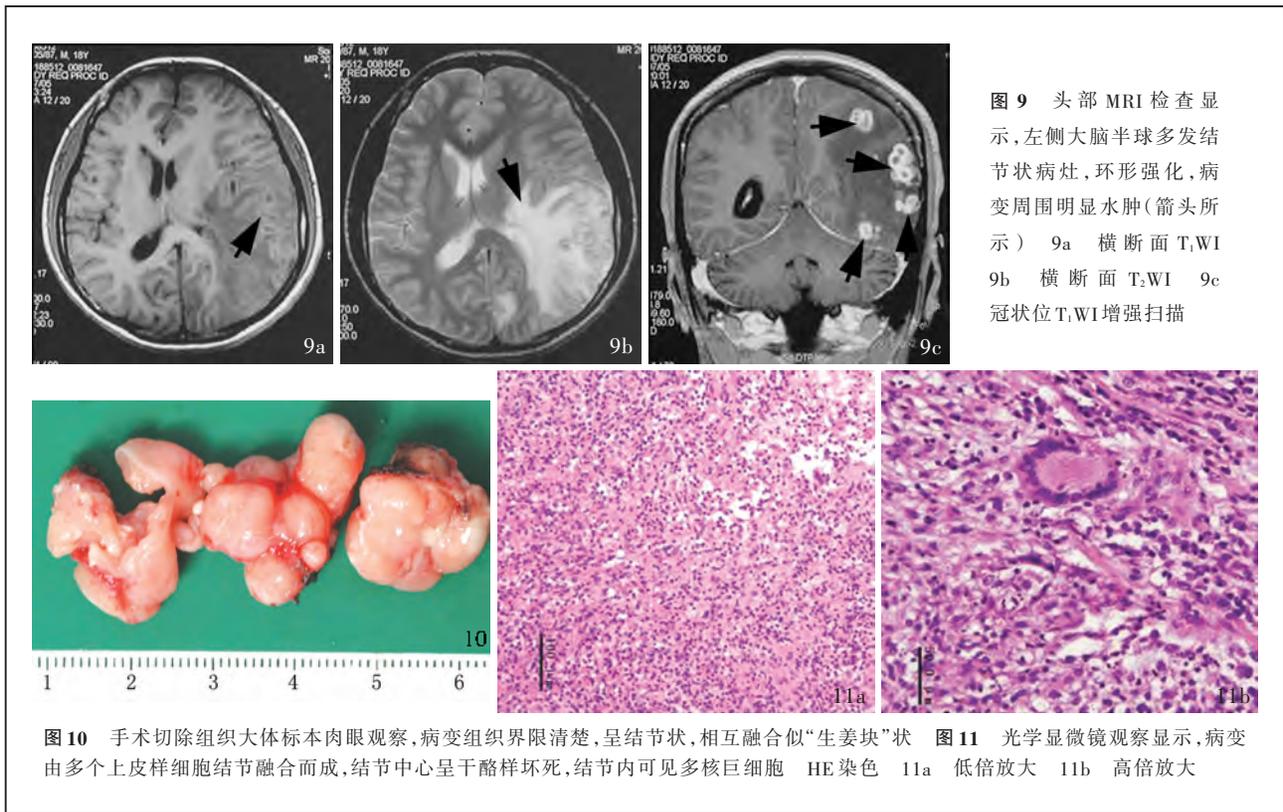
头部MRI检查显示,左侧大脑半球多发结节状病灶,环形强化,病变周围明显水肿(箭头所示) 9a 横断面 T₁WI 9b 横断面 T₂WI 9c 冠状位 T₁WI增强扫描
